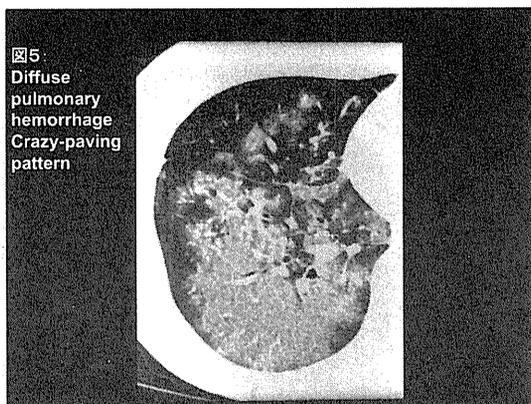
特発性肺泡出血の胸部 HRCT 像.
